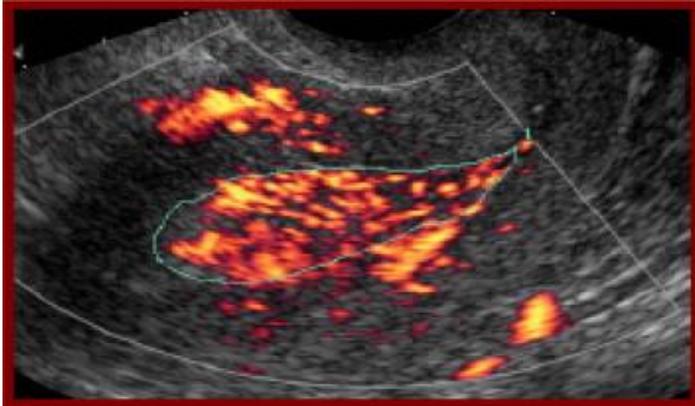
Imagen ecográfica con power Doppler de la vascularización en un CE. Múltiples vasos que representan la neoangiogénesis.
